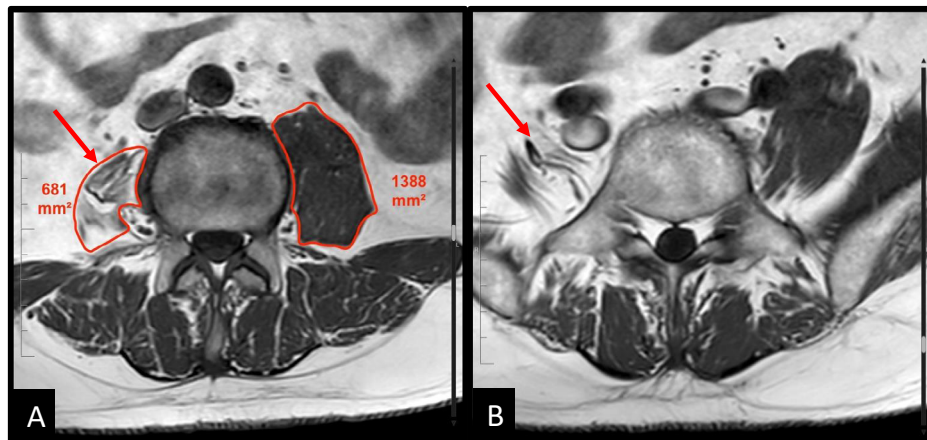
Lumbar with Cross-sectional Area (A) and Sacral (B) magnetic resonance images weighted in T1 reveal severely atrophied right psoas muscle
